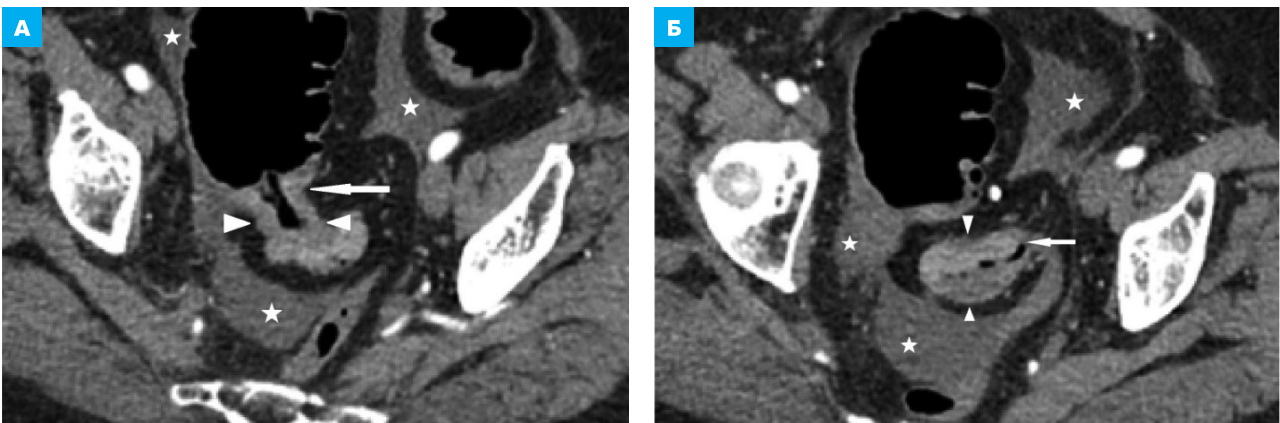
КТ брюшной полости, аксиальная плоскость, артериальная фаза КУ. Рак ректосигмоидного отдела. В брюшной полости и полости таза наличие свободной жидкости (звездочки), высоко подозрительное на карциноматоз брюшины. Сигмовидная кишка проксимальнее изменения расширена, с уступообразной областью перехода (стрелка). В ректосигмоидном отделе определяется ИМ-опухоль, неравномерно циркулярно суживающая просвет (головки стрелок)
